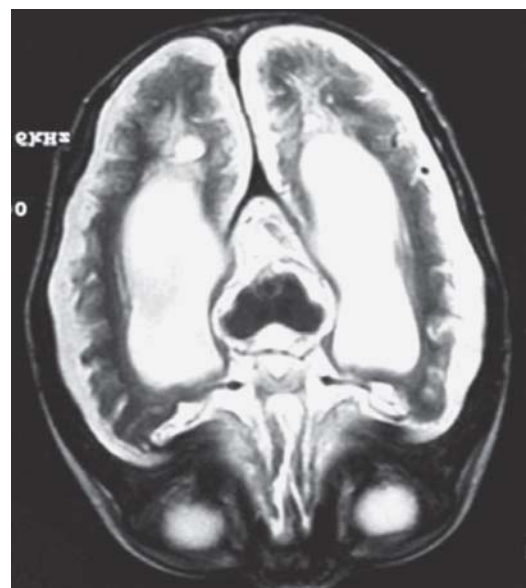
Resonancia magnética cerebral axial ponderada en T2. Dilatación simétrica y bilateral del sistema ventricular con prominencia de cisternas de la base y de surcos cerebrales. Formaciones quísticas subependimarias occipitales bilaterales.
